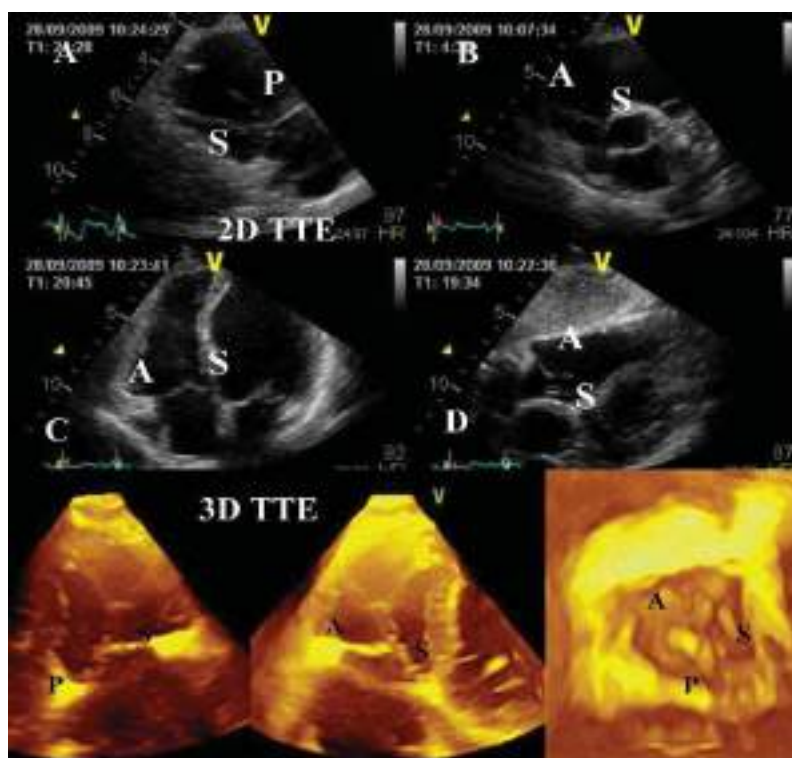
2D и 3D эхокардиографическая визуализация ТКК: (А) парастеральная позиция по длинной оси; (В) парастеральная позиция по короткой оси на уровне АОК; (С) апикальная четырехкамерная позиция; (D) субкостальный доступ. А – передняя створка; S септальная створка; Р – задняя створка [1].
